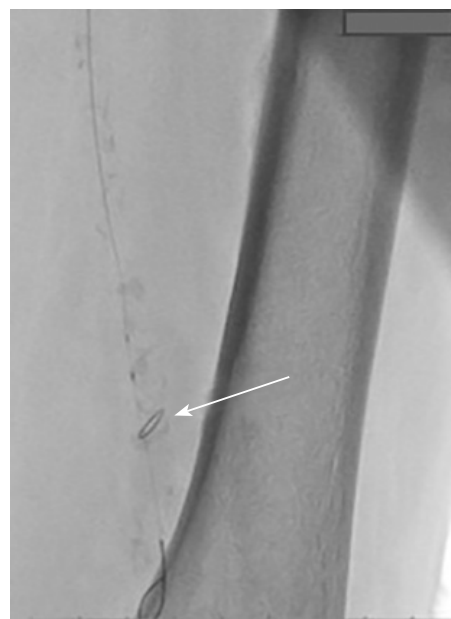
Рентгеноскопия ПБА. Стрелкой указана позиция раскрытого фильтра дистальной протекции FilterWire 3,5–5,5 мм
